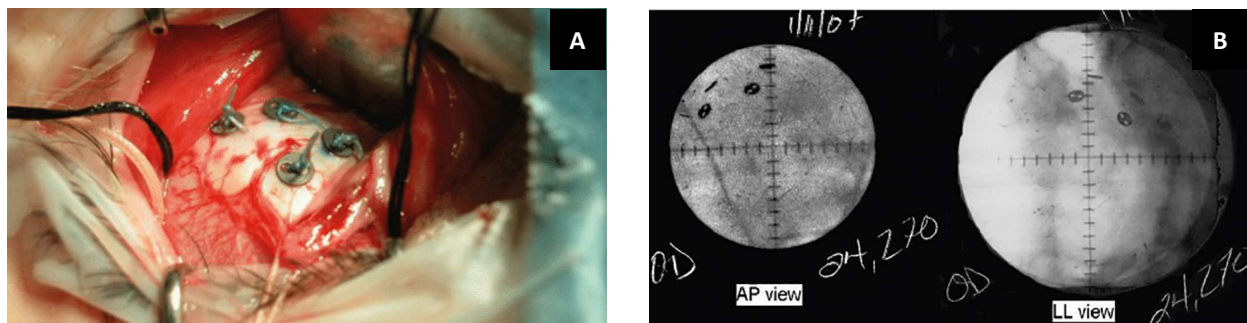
Танталовые маркеры (А), пришитые к склере (Б) при рентгенпозиционировании [13].
